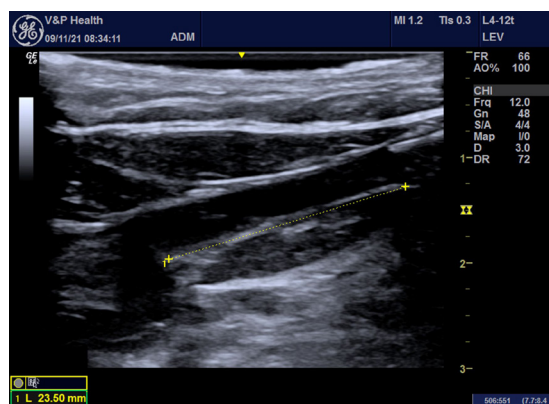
Imagem com corte longitudinal de eco-Doppler colorido em modo B evidenciando a distância da extremidade da fibra à junção safenofemoral.
